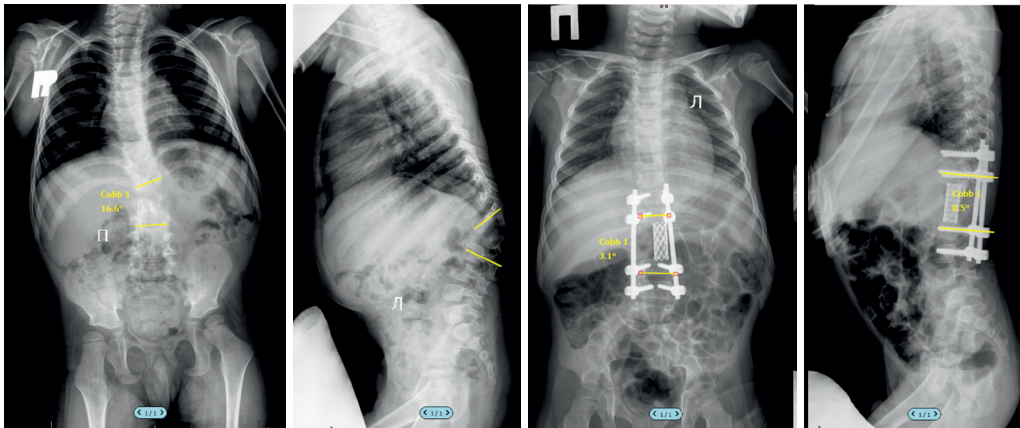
Рентгенограммы пациента 4 лет 9 месяцев с врожденным кифосколиозом на фоне сегментарной спинальной дисгенезии на уровне Th12-L2, агенезии Th12, L1 позвонков, гипогенезии тела L2 позвонка.
